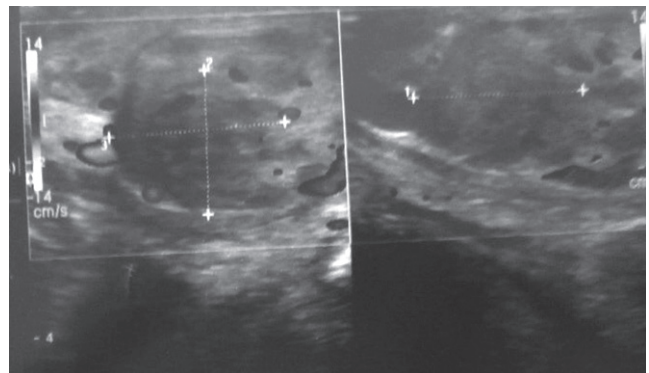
Ultrasonido testicular.
